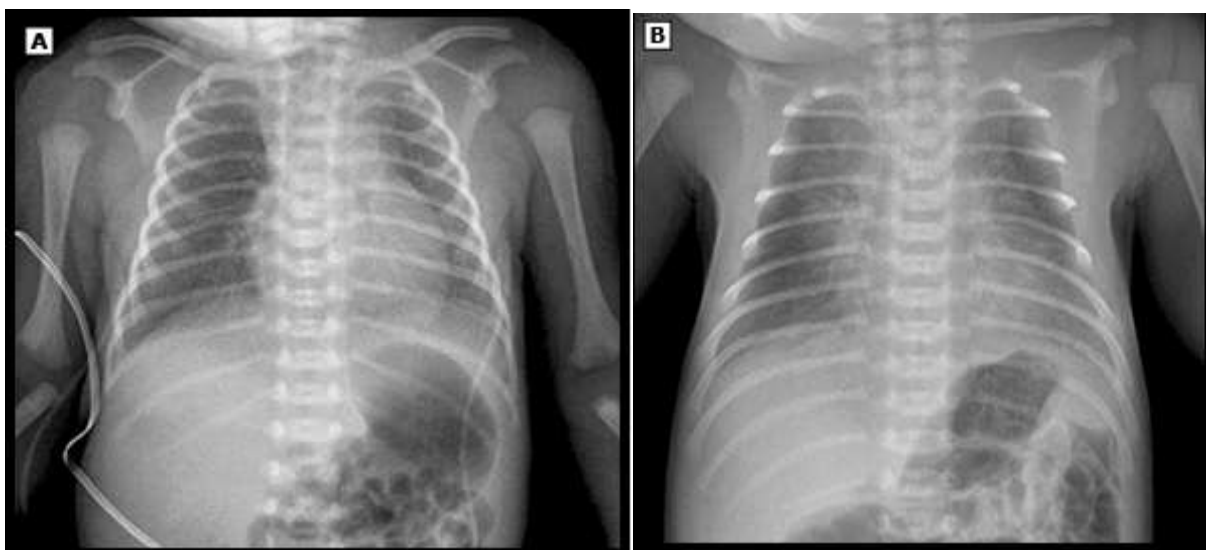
A y B son radiografías de Recién Nacidos con taquipnea transitoria (TTN)
